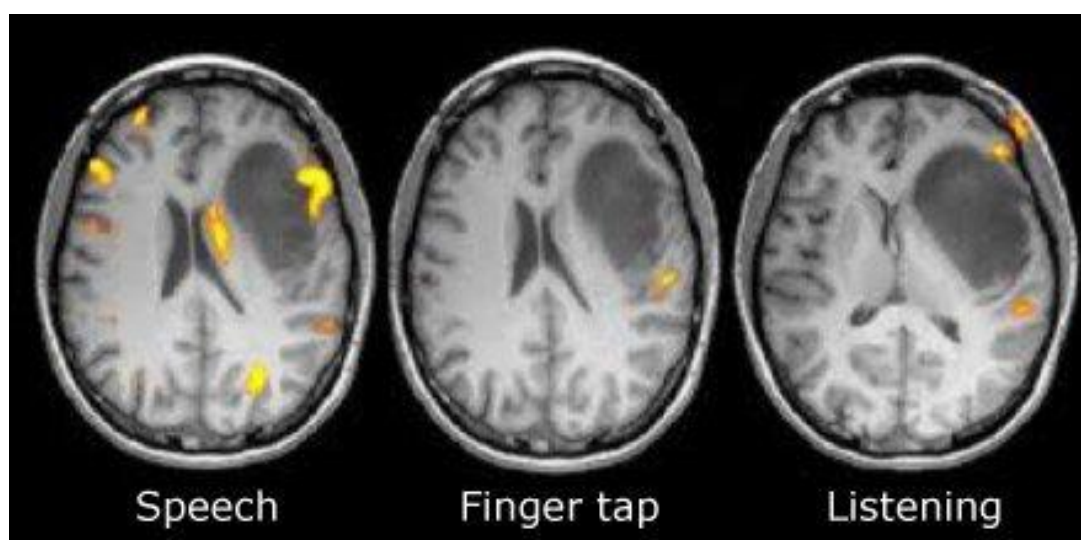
Приклад аналізу функціонального МРТ мозку[6]
